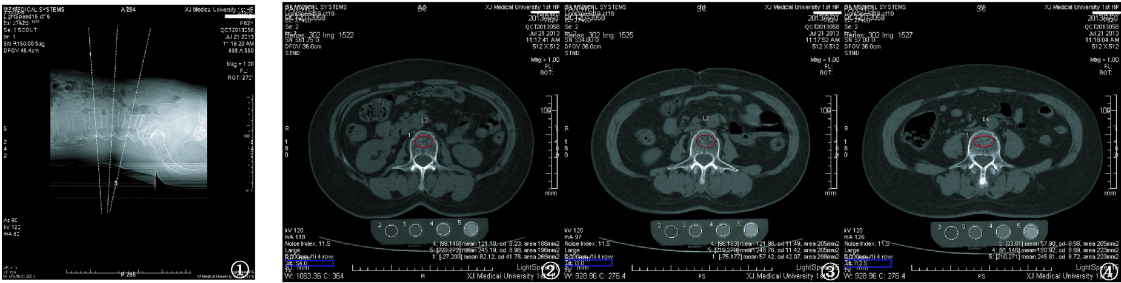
显示的是腰椎定位像及设置通过 L2、L3、L4 椎体中央并平行于椎间隙的三条扫描线;图 2-4 显示的 L2、L3、L4 椎体松质骨感兴趣区及体模内不同浓度区域的 CT 值
